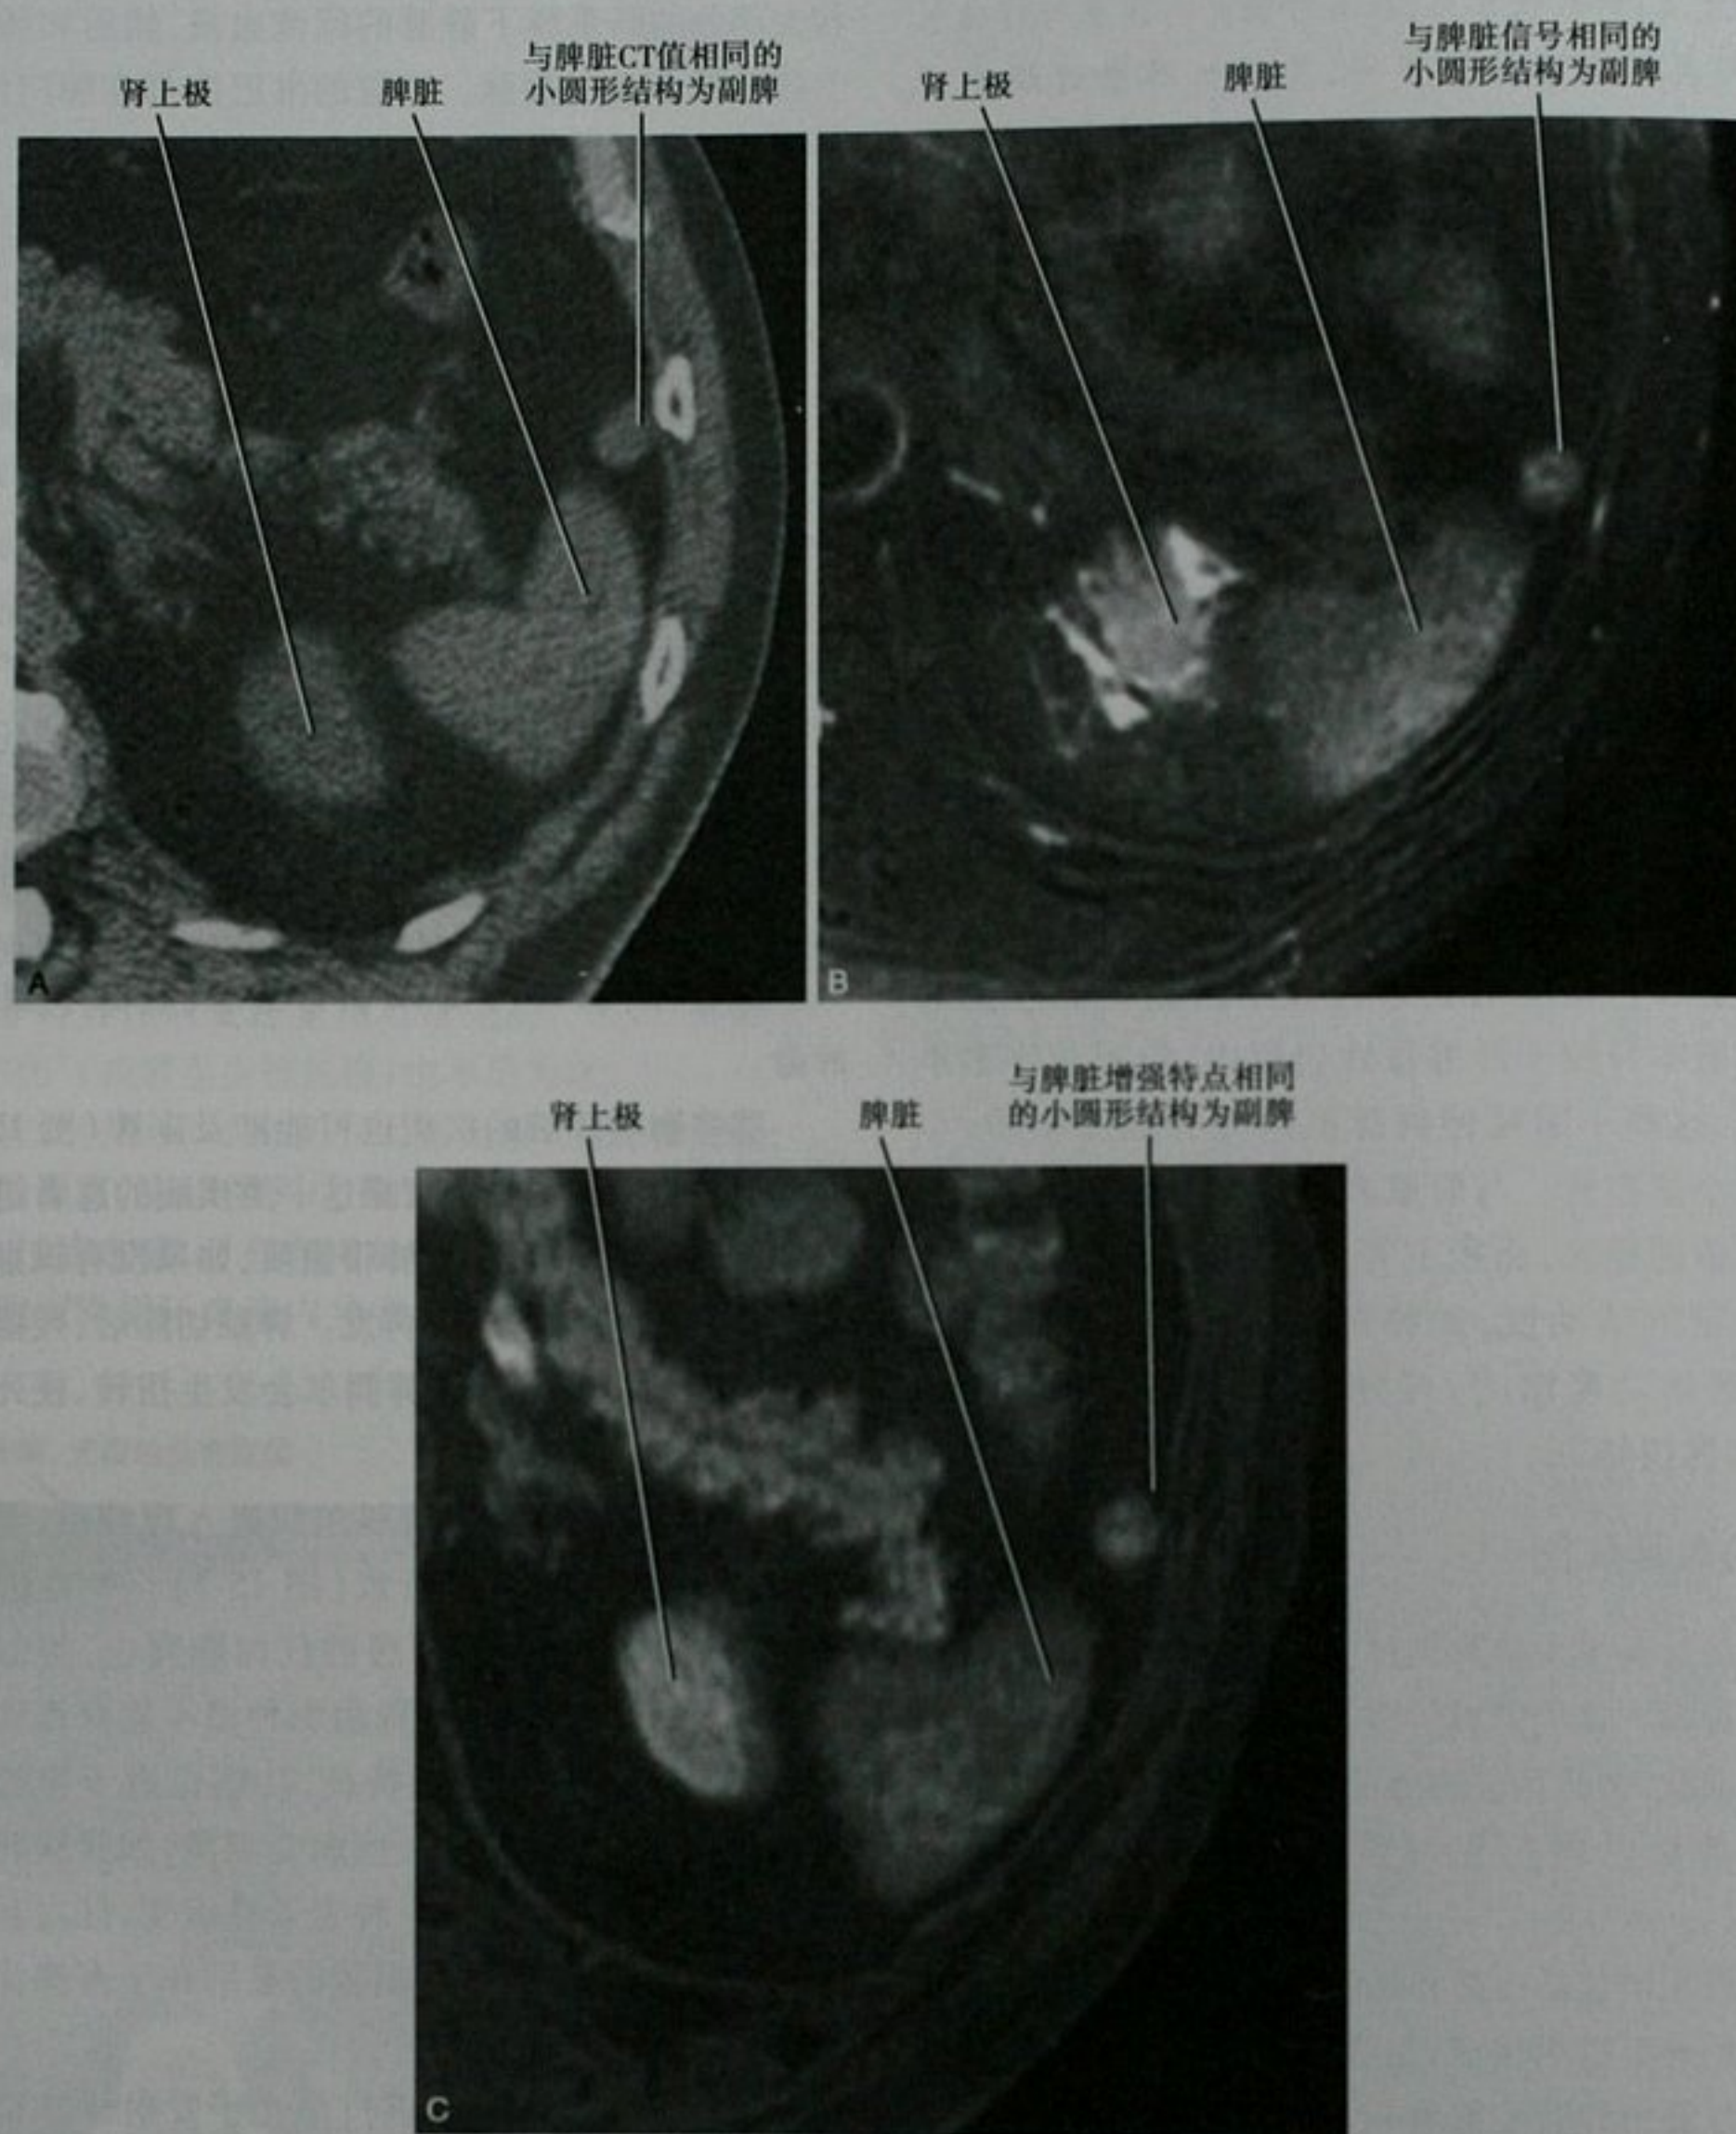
副脾的 CT 平扫横断面(A)、T2 加权磁共振(MR)(B)和 Ga-DTPA 增强后脂肪抑制的 T1 加权 MR 图像(C)
